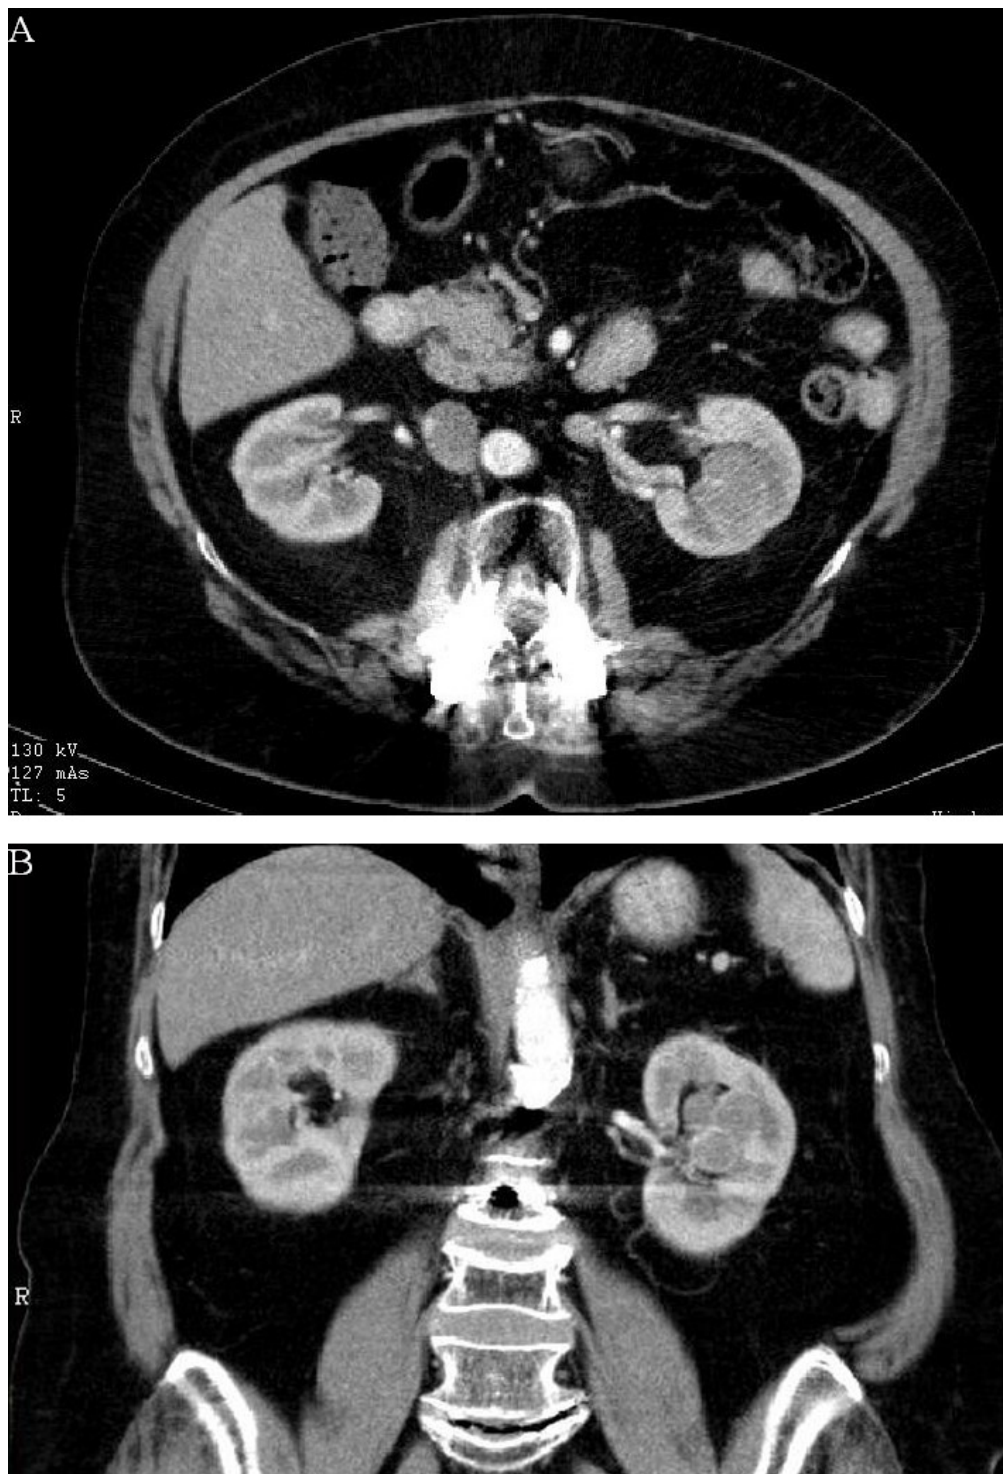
CT zobrazení kategorie Bosniak I v axiálním (A) a koronárním řezu (B).
